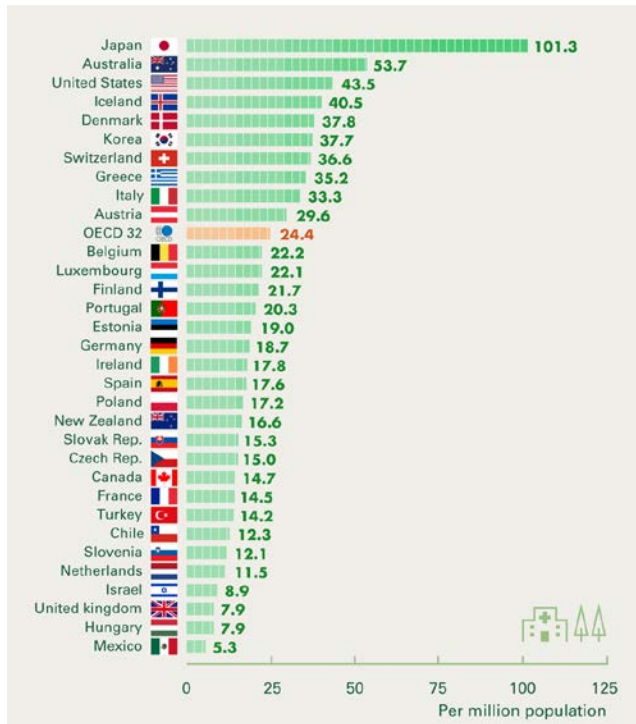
OECD加盟国のCTスキャナー数(左図)および施行件数(右図)。
